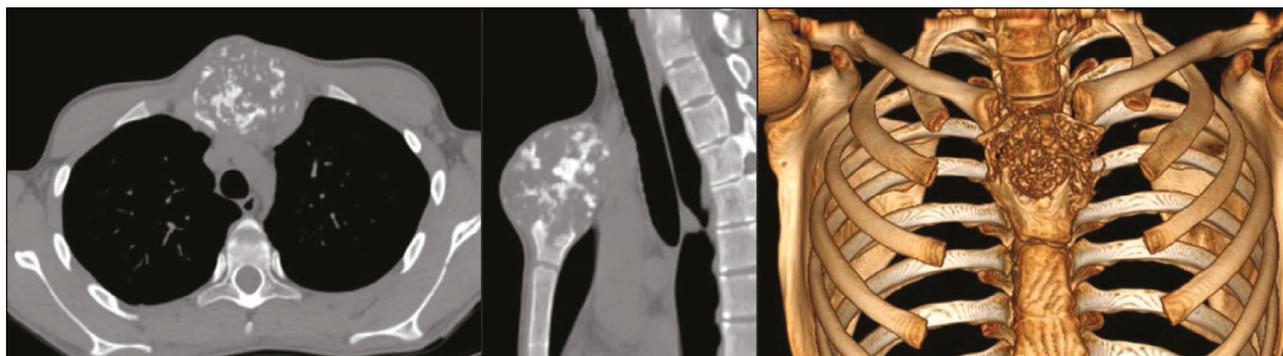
Компьютерная томограмма рукоятки грудины пациента Г.
